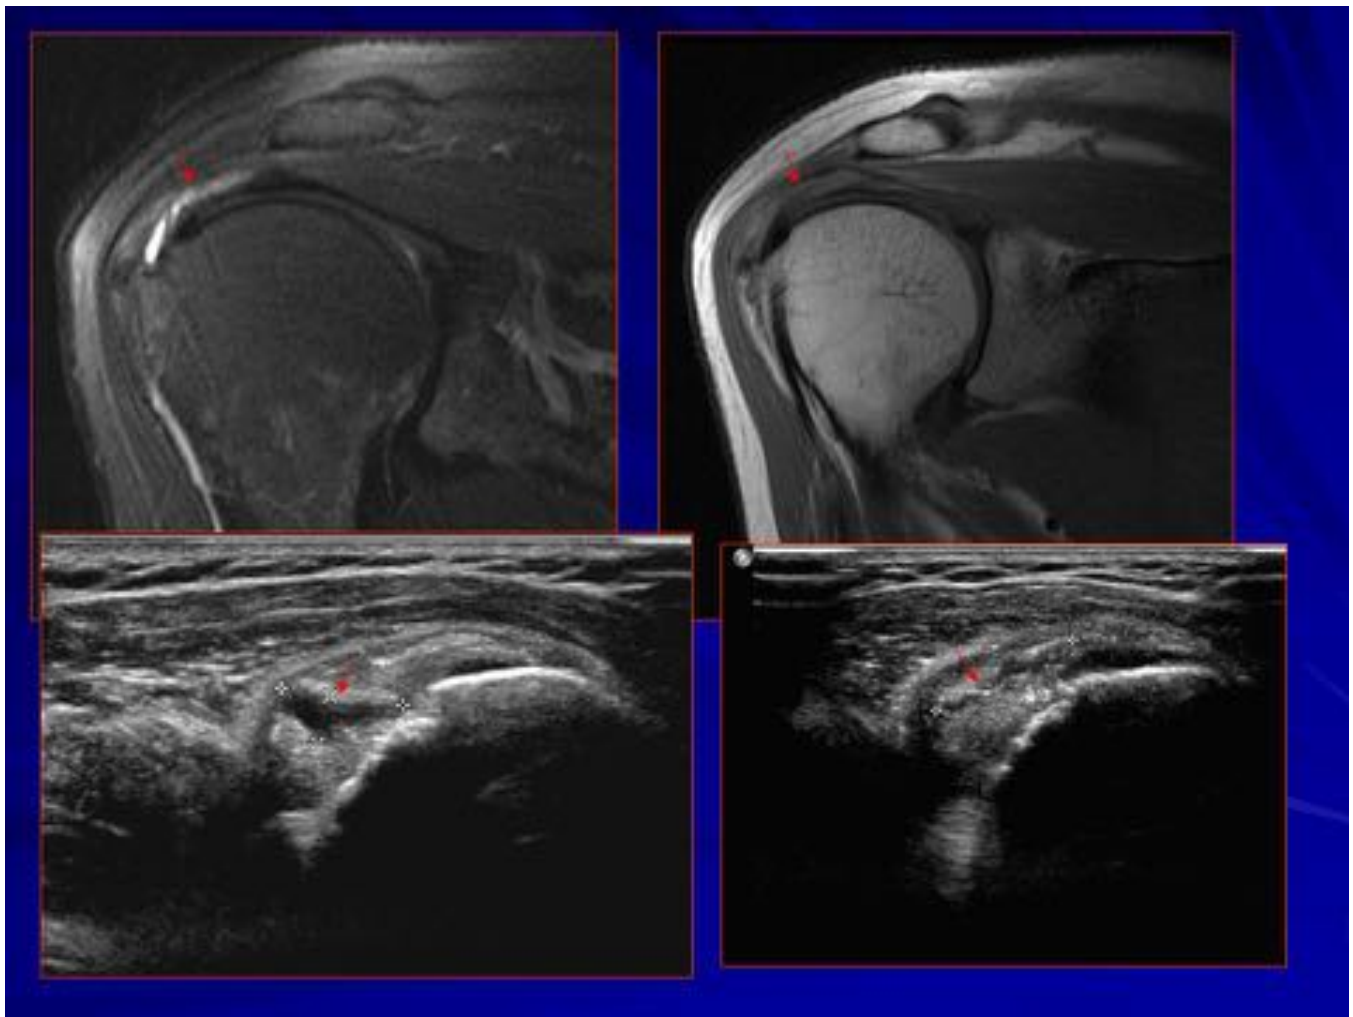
Rotura casi completa desde la superficie articular hacia la bursal con extensión medial intrasustancia del tendón del supraespinoso. Correlación RM y ecografía.
